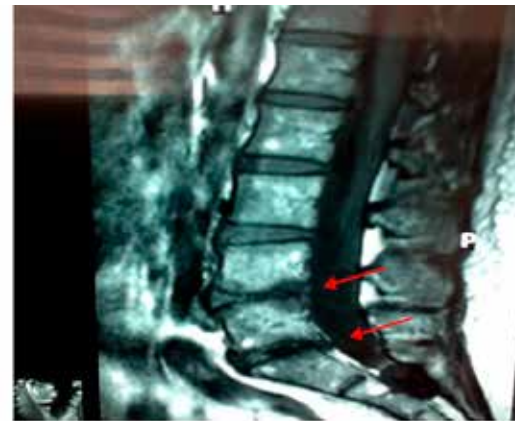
MRI pre tratamiento caso 3
